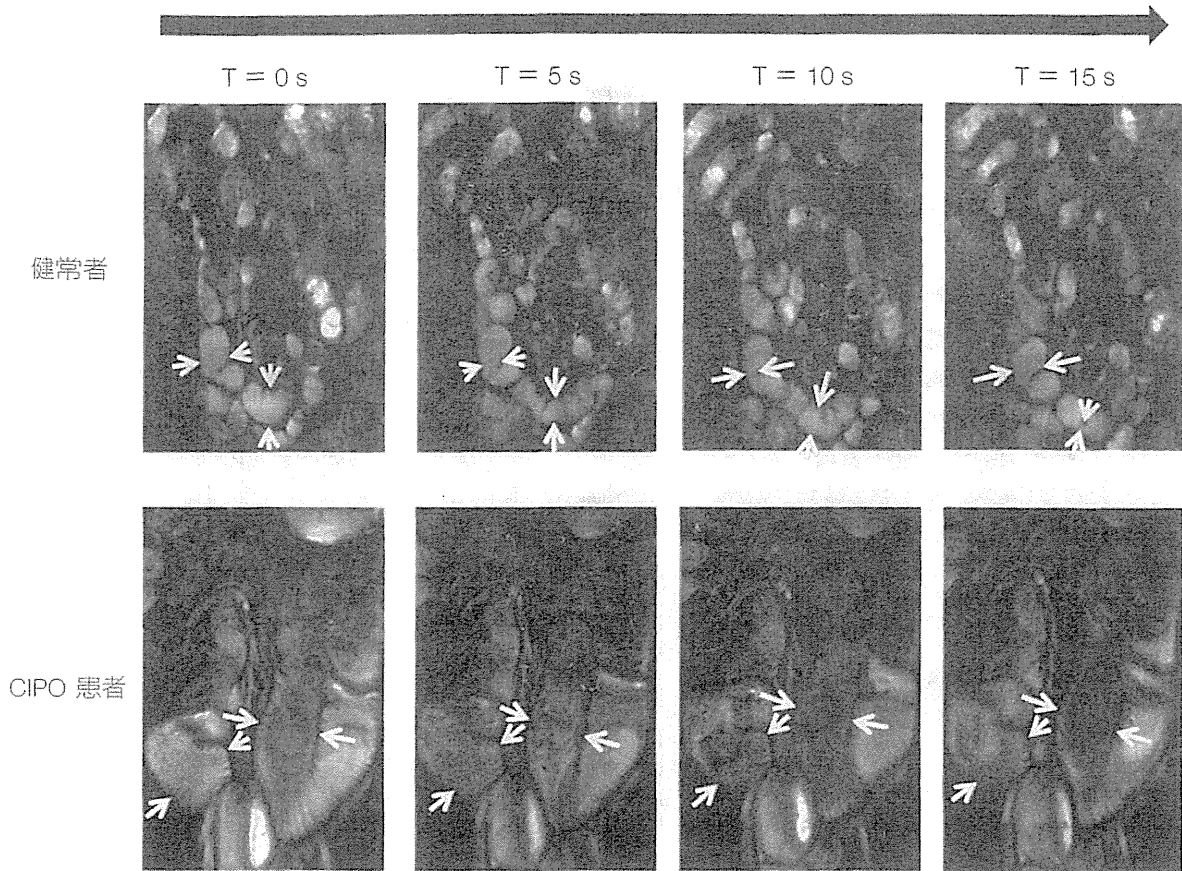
健常者と CIPO 患者のシネ MRI 画像
